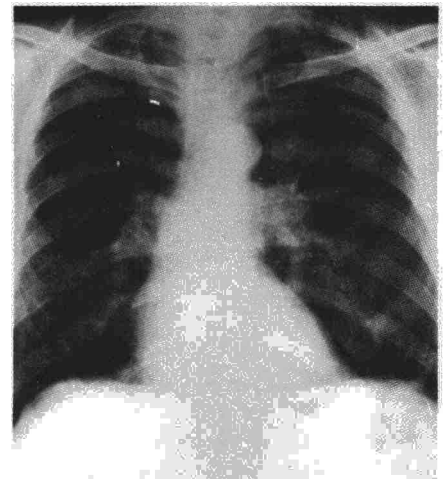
Radiografía P.A. de tórax que muestra una prominencia marcada de arteria pulmonar izquierda e imágenes de bullas en hemitórax derecho.
